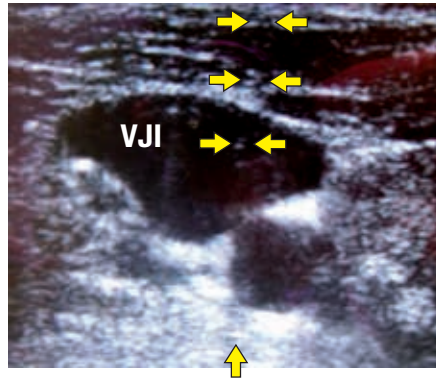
sonograf. Lagekontrolle
